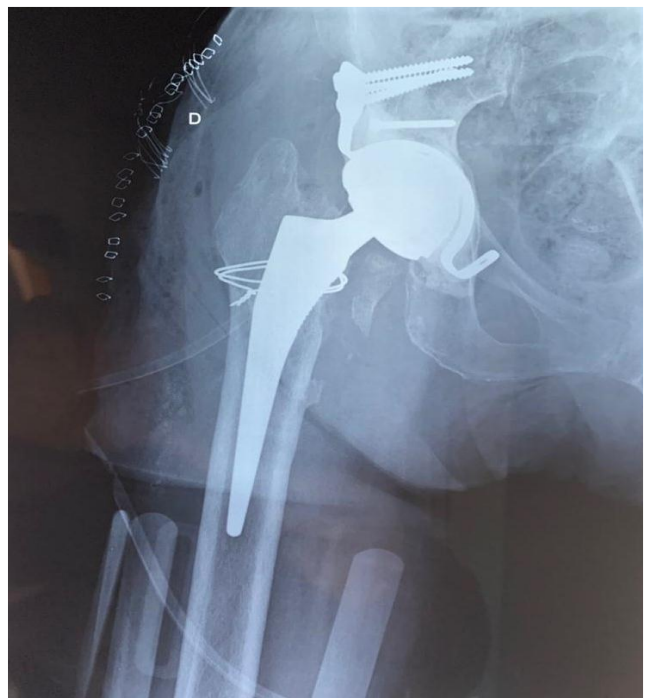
Radiographie du bassin de face, du même patient (figure 10), après reprise chirurgicale et mise en place de prothèse totale de la hanche (PTH).
